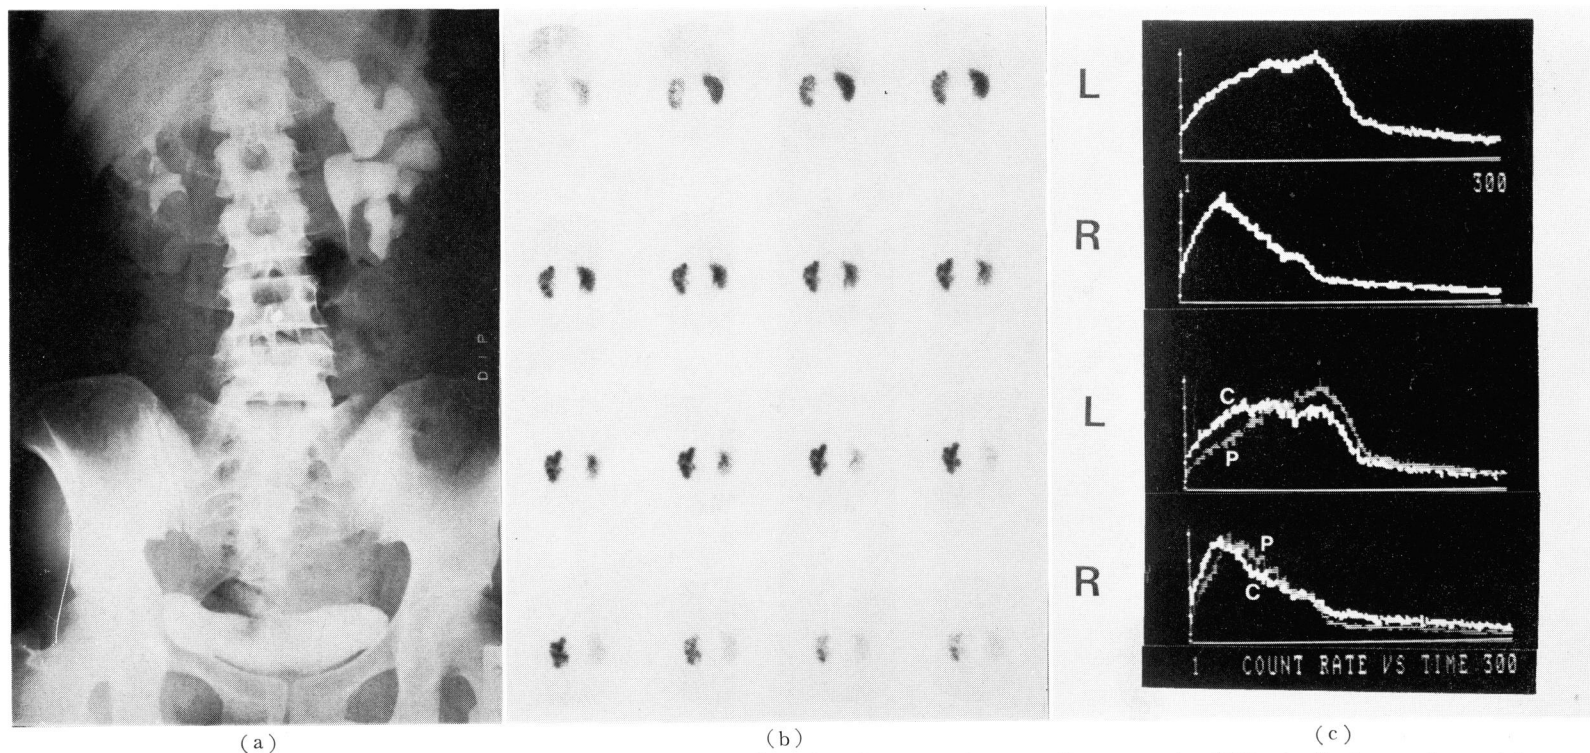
Case 8. M.T., 41-year-old female, left ureteral stone, 2 weeks after operation. a: Post-operative IVP, b: Post-operative serial renoscintigram, c: Post-operative renogram and regional renogram curves, P: pelvic curve, C: cortical curve
